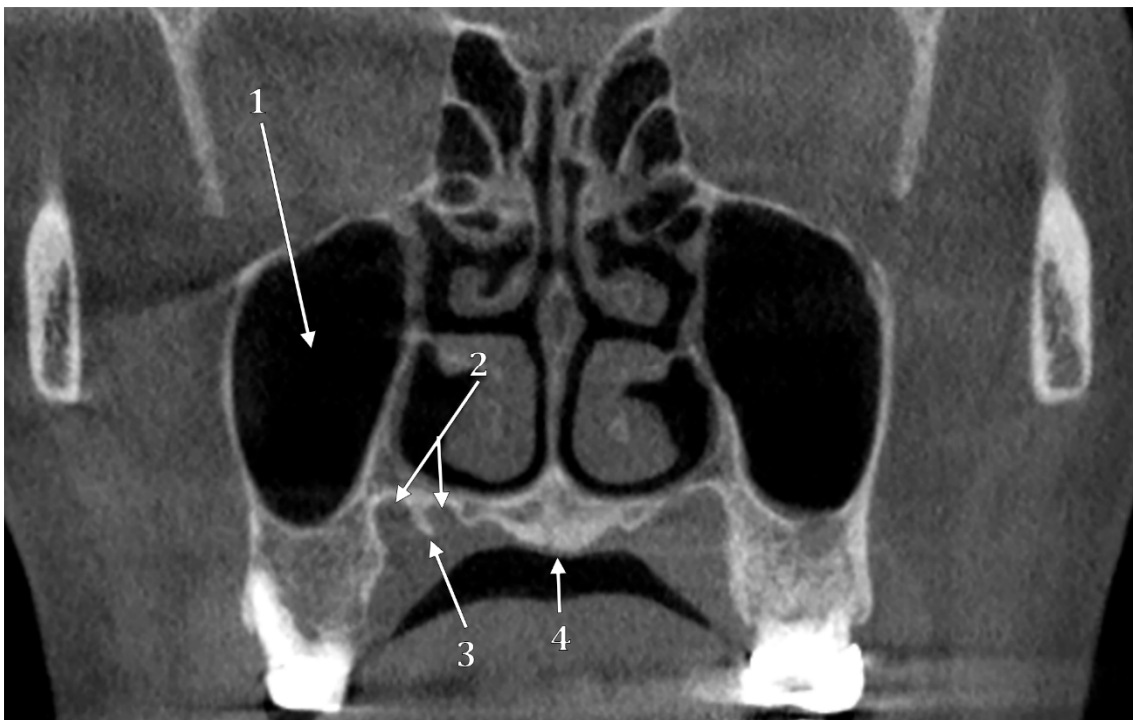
Secțiune CBCT coronală în regiunea M2. 1.sinus maxilar; 2.șanțuri palatine; 3.spină palatină; 4.torus palatin.
